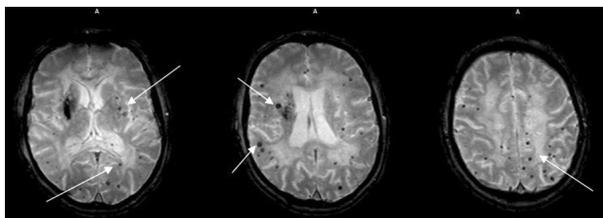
МР томограммы, аксиальная плоскость, GRE ИП. Множественные очаги отложения гемосидерина (стрелки).
